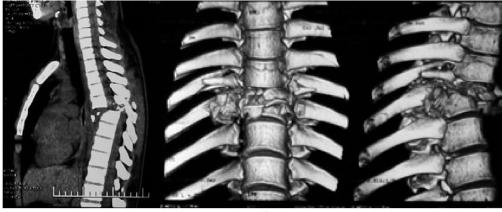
Рентгенограмма и КТ пациента  $\Phi_{\cdot\cdot}$ , 21 год, до операции: а – признаки взрывного перелома  $Th_{v_1}$  позвонка, передний вывих  $Th_{v_2}$  со смещением  $Th_{v_3}$  на ширину тела; б – КТ-картина травмы на сагиттальном срезе и при мультиспиральном 3D-моделировании
